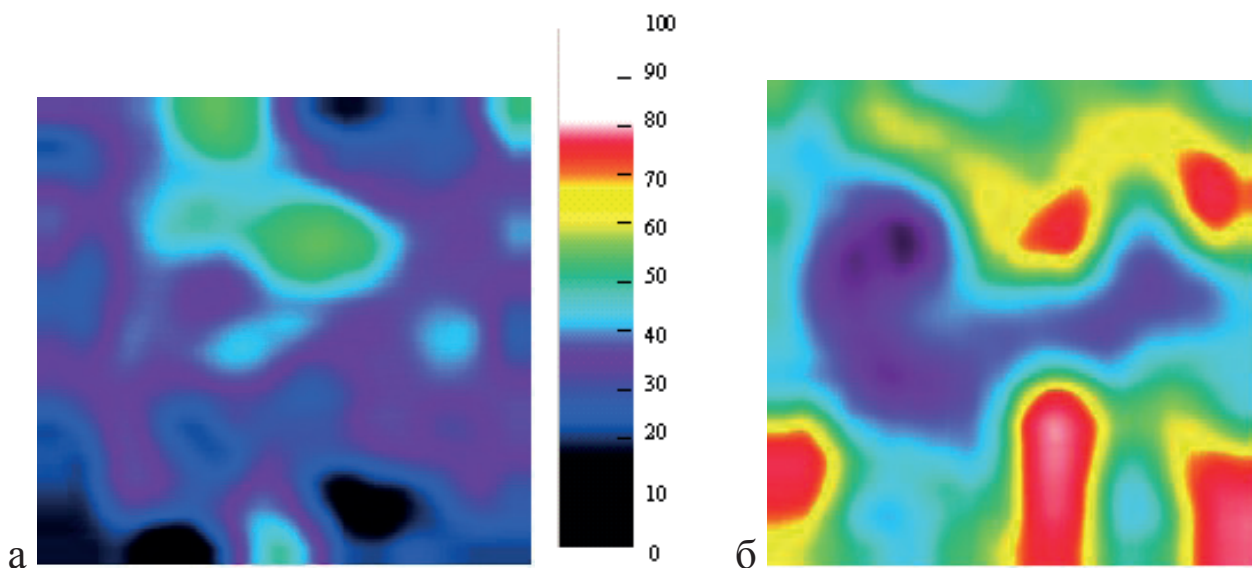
Цветокартирование КТ изображений по гистограммам рентгеновской плотности, шкала цветов в ед. X; а – невринома слухового нерва; б – тот же участок опухоли после рентгеноконтрастирования. Площадь зоны интереса – 1 см².
